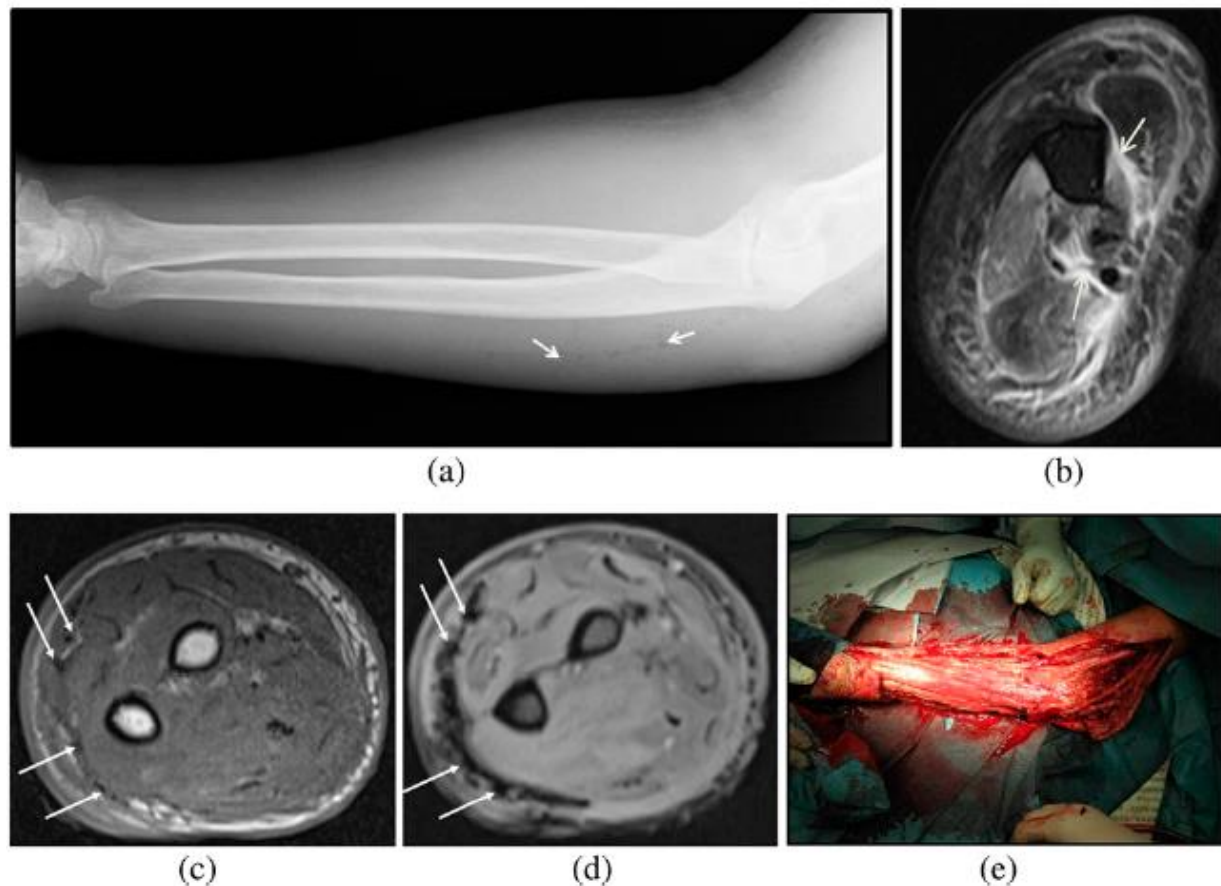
Necrotizing fasciitis in the right upper limb of a 71-year-old male due to gas-forming organisms (*Streptococcus anginosus*). Radiograph shows faint air lucencies within the soft tissues (white arrows). (b) Axial T_2 weighted MR image shows thick hyperintense signal in the deep intermuscular fascia (white arrows). (c) Axial T_1 weighted MR image taken at a more distal level shows few tiny foci of signal void in the superficial fascia (white arrows). (d) Axial gradient-echo image shows blooming artefacts in the superficial fascia (white arrows) compatible with air foci—these are more apparent on the gradient-echo image than the T_2 weighted image. (e) Urgent fasciotomy and surgical debridement was performed. Cultures grew *Streptococcus anginosus*.
